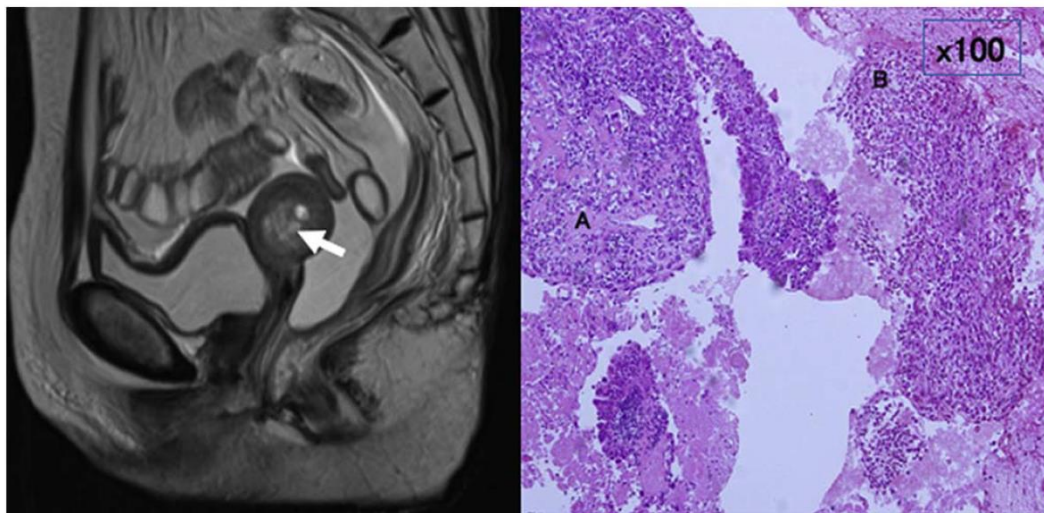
A gauche une coupe sagittale en T2 d'une IRM montrant une cavité utérine occupée par une tumeur hyper-intense, à droite des cellules tumorales comprenant un carcinosarcome (A), un carcinome à cellules claires (B), (coloration à l'hémotaxylène-éosine x 100) (10)*
